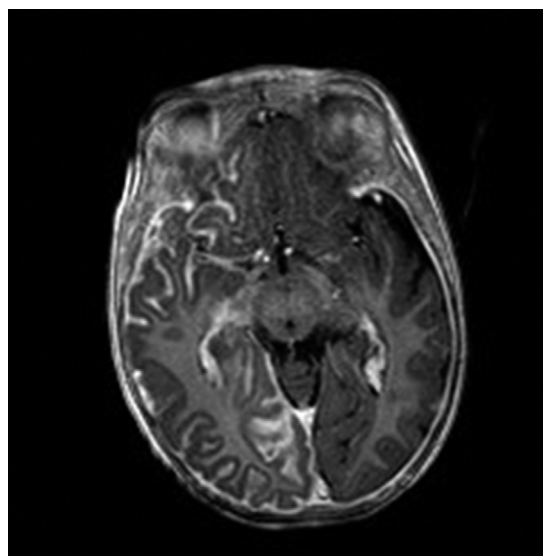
RM craneal, T1 post-gadolinio. Corte axial a la altura del mesencéfalo, mostrando el engrosamiento y captación leptomeníngeo típico de la angiomatosis leptomeníngeo en un paciente con SSW.
